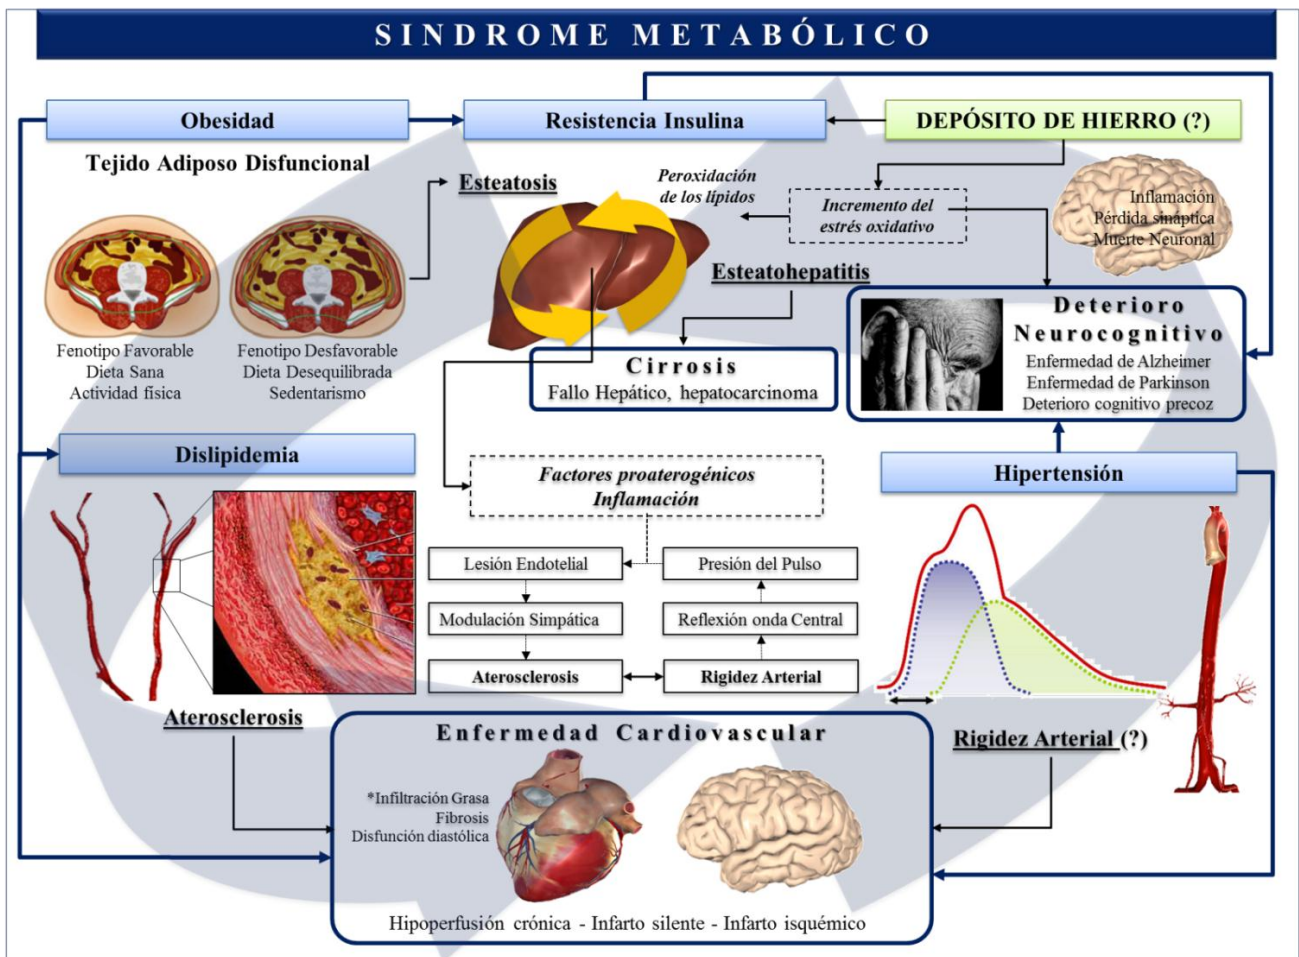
Interrelación entre los componentes del Síndrome Metabólico y sus complicaciones clínicas. Las complicaciones clínicas del Síndrome Metabólico vienen determinadas por la compleja interacción y sinergia entre los distintos factores de riesgo. Tejido adiposo disfuncional desencadena esteatosis hepática que puede evolucionar a esteatohepatitis y cirrosis por interacción de la resistencia a la insulina y el estrés oxidativo. A su vez, la obesidad induce a un estado de dislipidemia e hipertensión que favorece el desarrollo de enfermedad cardiovascular isquémica mediante la relación sinérgica del aumento de la rigidez arterial y la aterosclerosis. Finalmente, factores de riesgo como la obesidad, resistencia a la insulina, hipertensión o estrés oxidativo se asocian al deterioro cognitivo. Esta tesis analiza el rol del depósito de hierro tisular y de la rigidez arterial mediante resonancia magnética como biomarcadores de riesgo precoz en relación a los componentes del Síndrome Metabólico.
